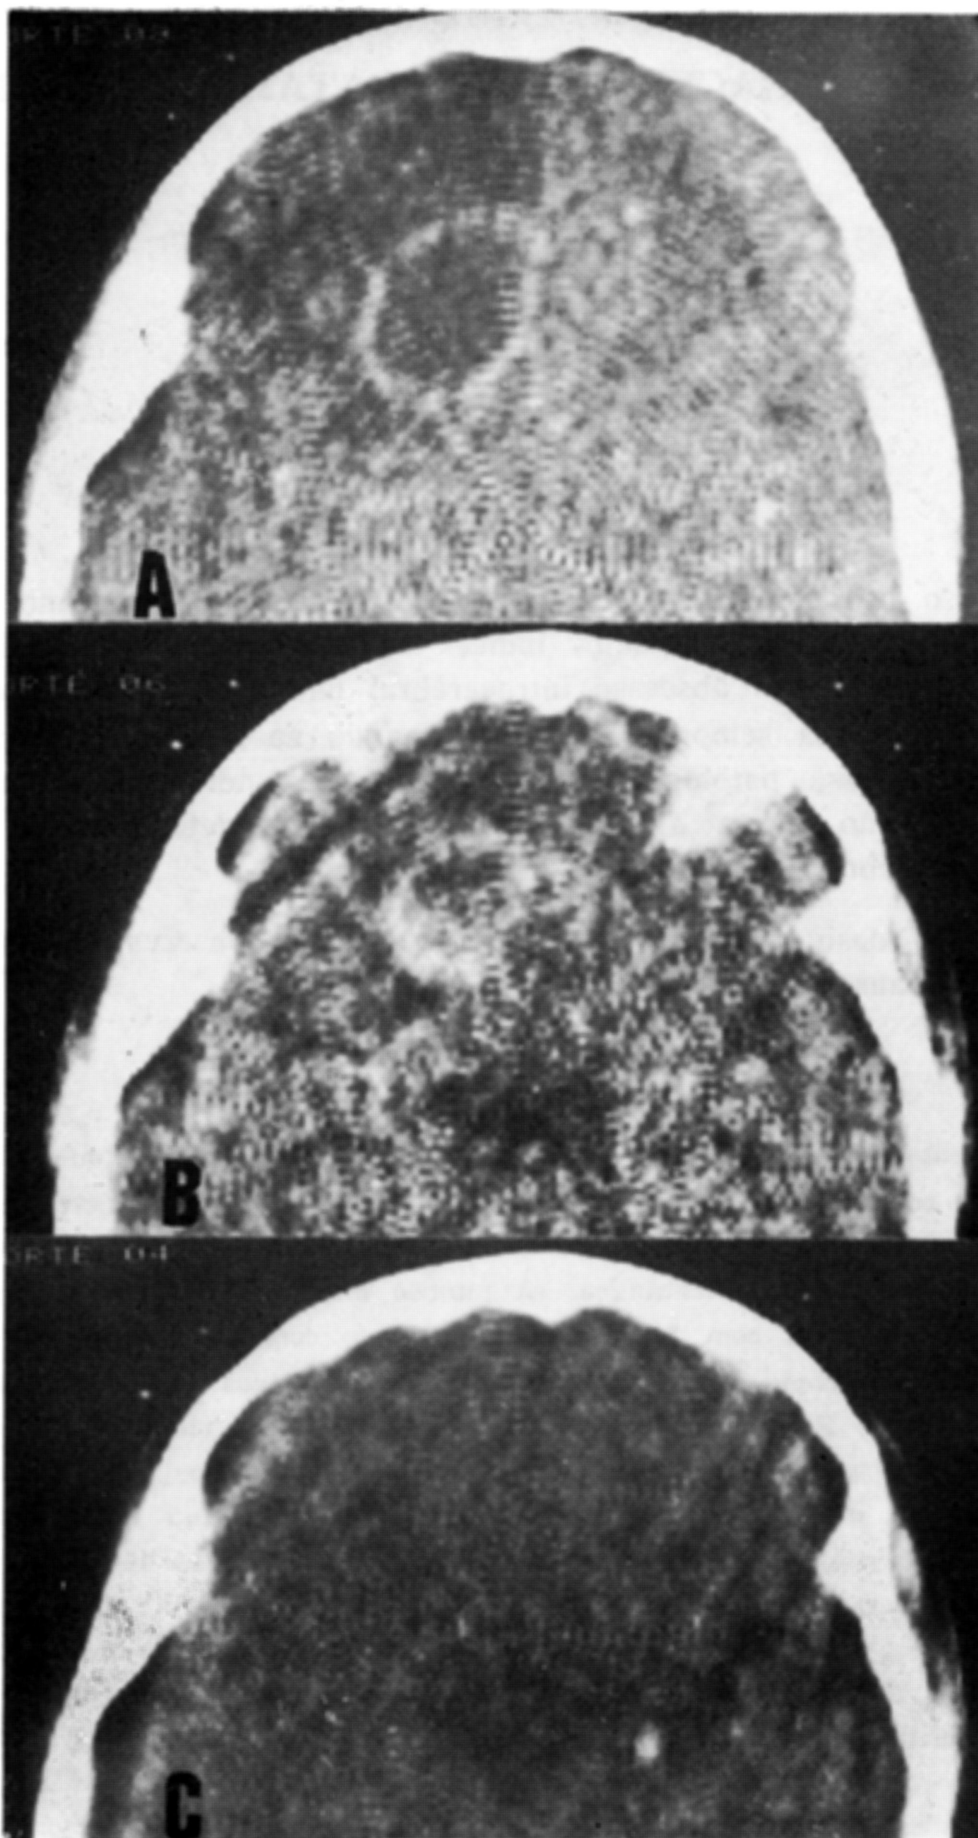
Caso JPN. Em A, TC com contraste revelando massa de baixa densidade com anel captante na região fronto-basal e edema cerebral perilesional. Em B, nítida diminuição da massa e captação irregular do contraste pelo anel, acentuado decréscimo do edema cerebral. Em C, diminuta área de necrose cicatricial.
